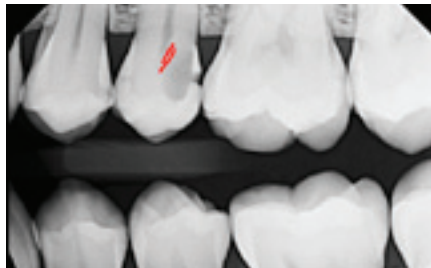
Röntgenaufnahme mit rot markierter Nähe der Karies zur Pulpa.
